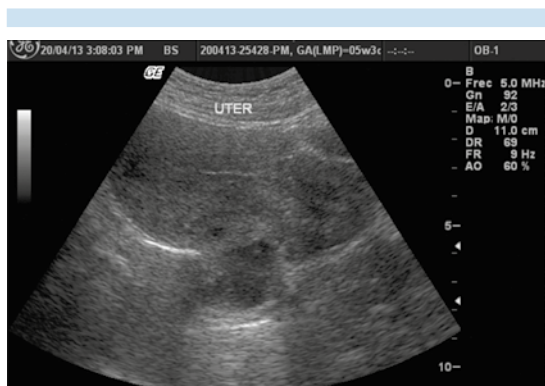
Ultrasonograma, escala de grises. Útero en anteversión, cavidad uterina vacía, sin evidencia de embarazo intrauterino ni alteraciones del mismo.
